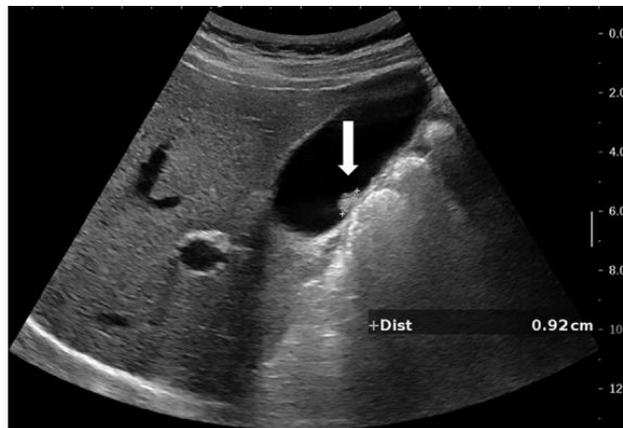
Ecografía abdominal: imagen de pólipo hiperecogénico de menos de un cm, sugestivo de pólipo de colesterol (flecha). Imagen obtenida de Valibouze et al: *The management of gallbladder polyps*
